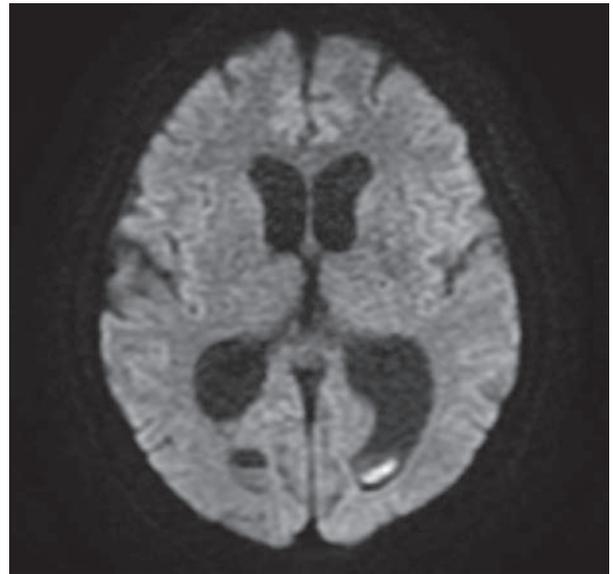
脳出血発症の頭部 MRI FLAIR 画像
